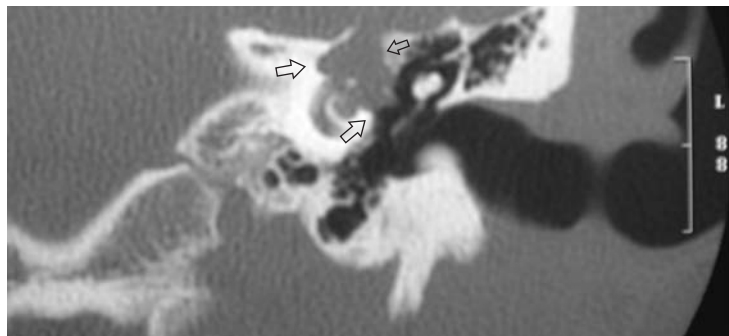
Erosión coclear producida por un colesteatoma congénito. TC coronal.
